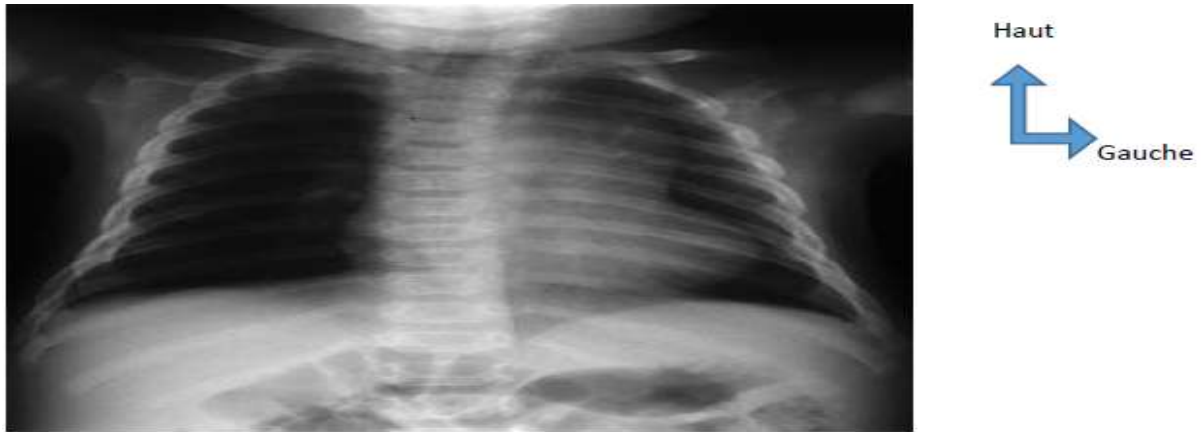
Radiographie du thorax : aspect du cœur en sabot (T4F)
